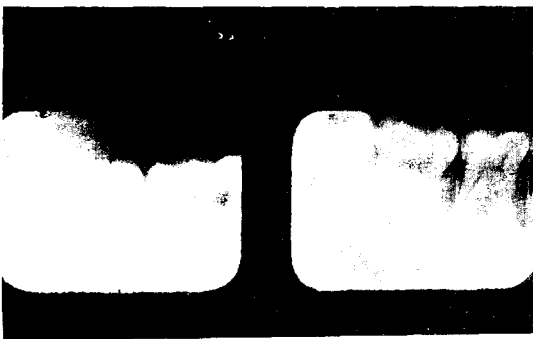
Periapical views showed a ground glass appearance and loss of alveolar lamina dura of lower right third molar.
